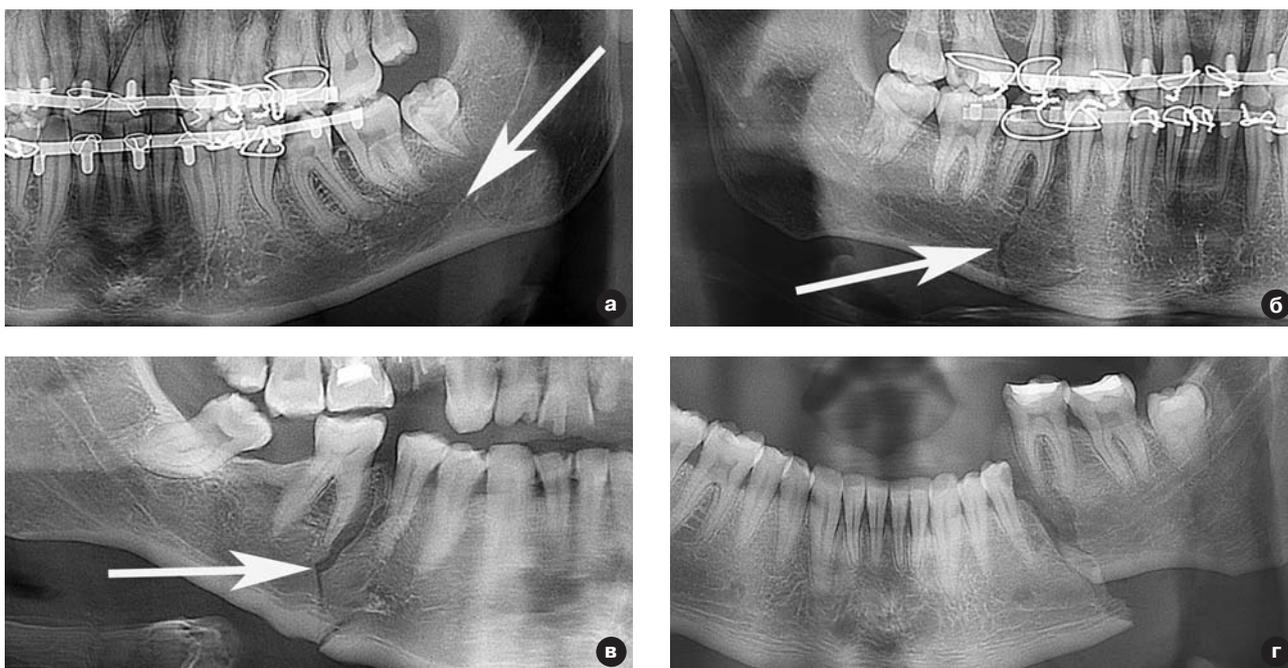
Рентгенограммы больных с переломами нижней челюсти в области тела и разной степенью смещения отломков (а, б, в, г).
